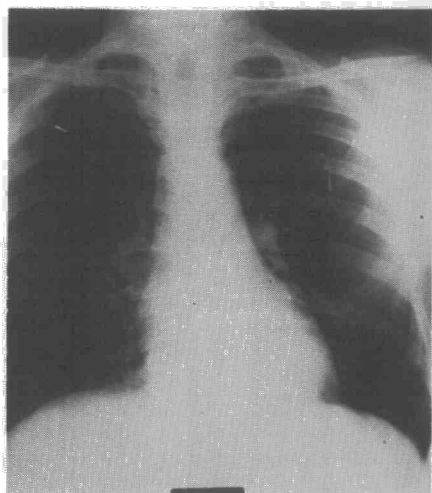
Radiografía postero anterior de tórax: Apréciase la pérdida de la luz traqueal.
